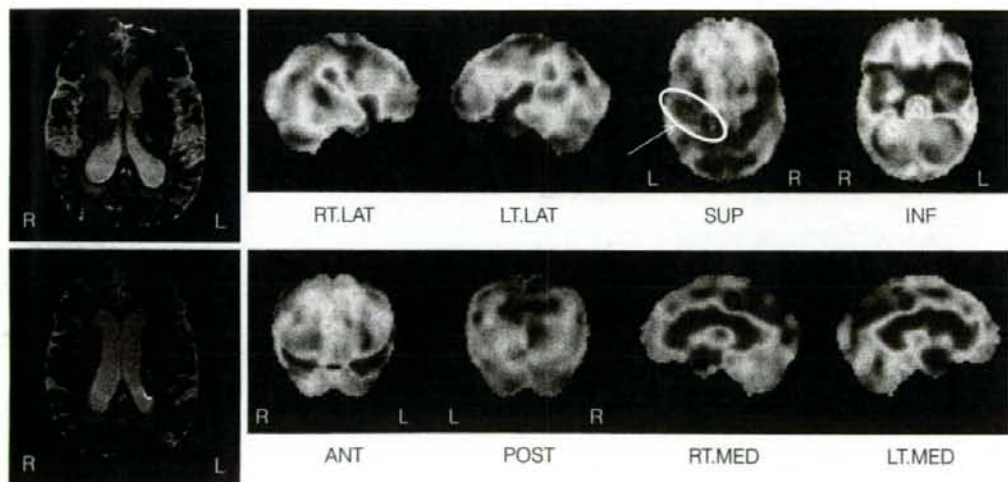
Thalamic astasia を呈した症例の MRI T2WI(第 17 病日)と SPECT 画像(第 18 病日)
